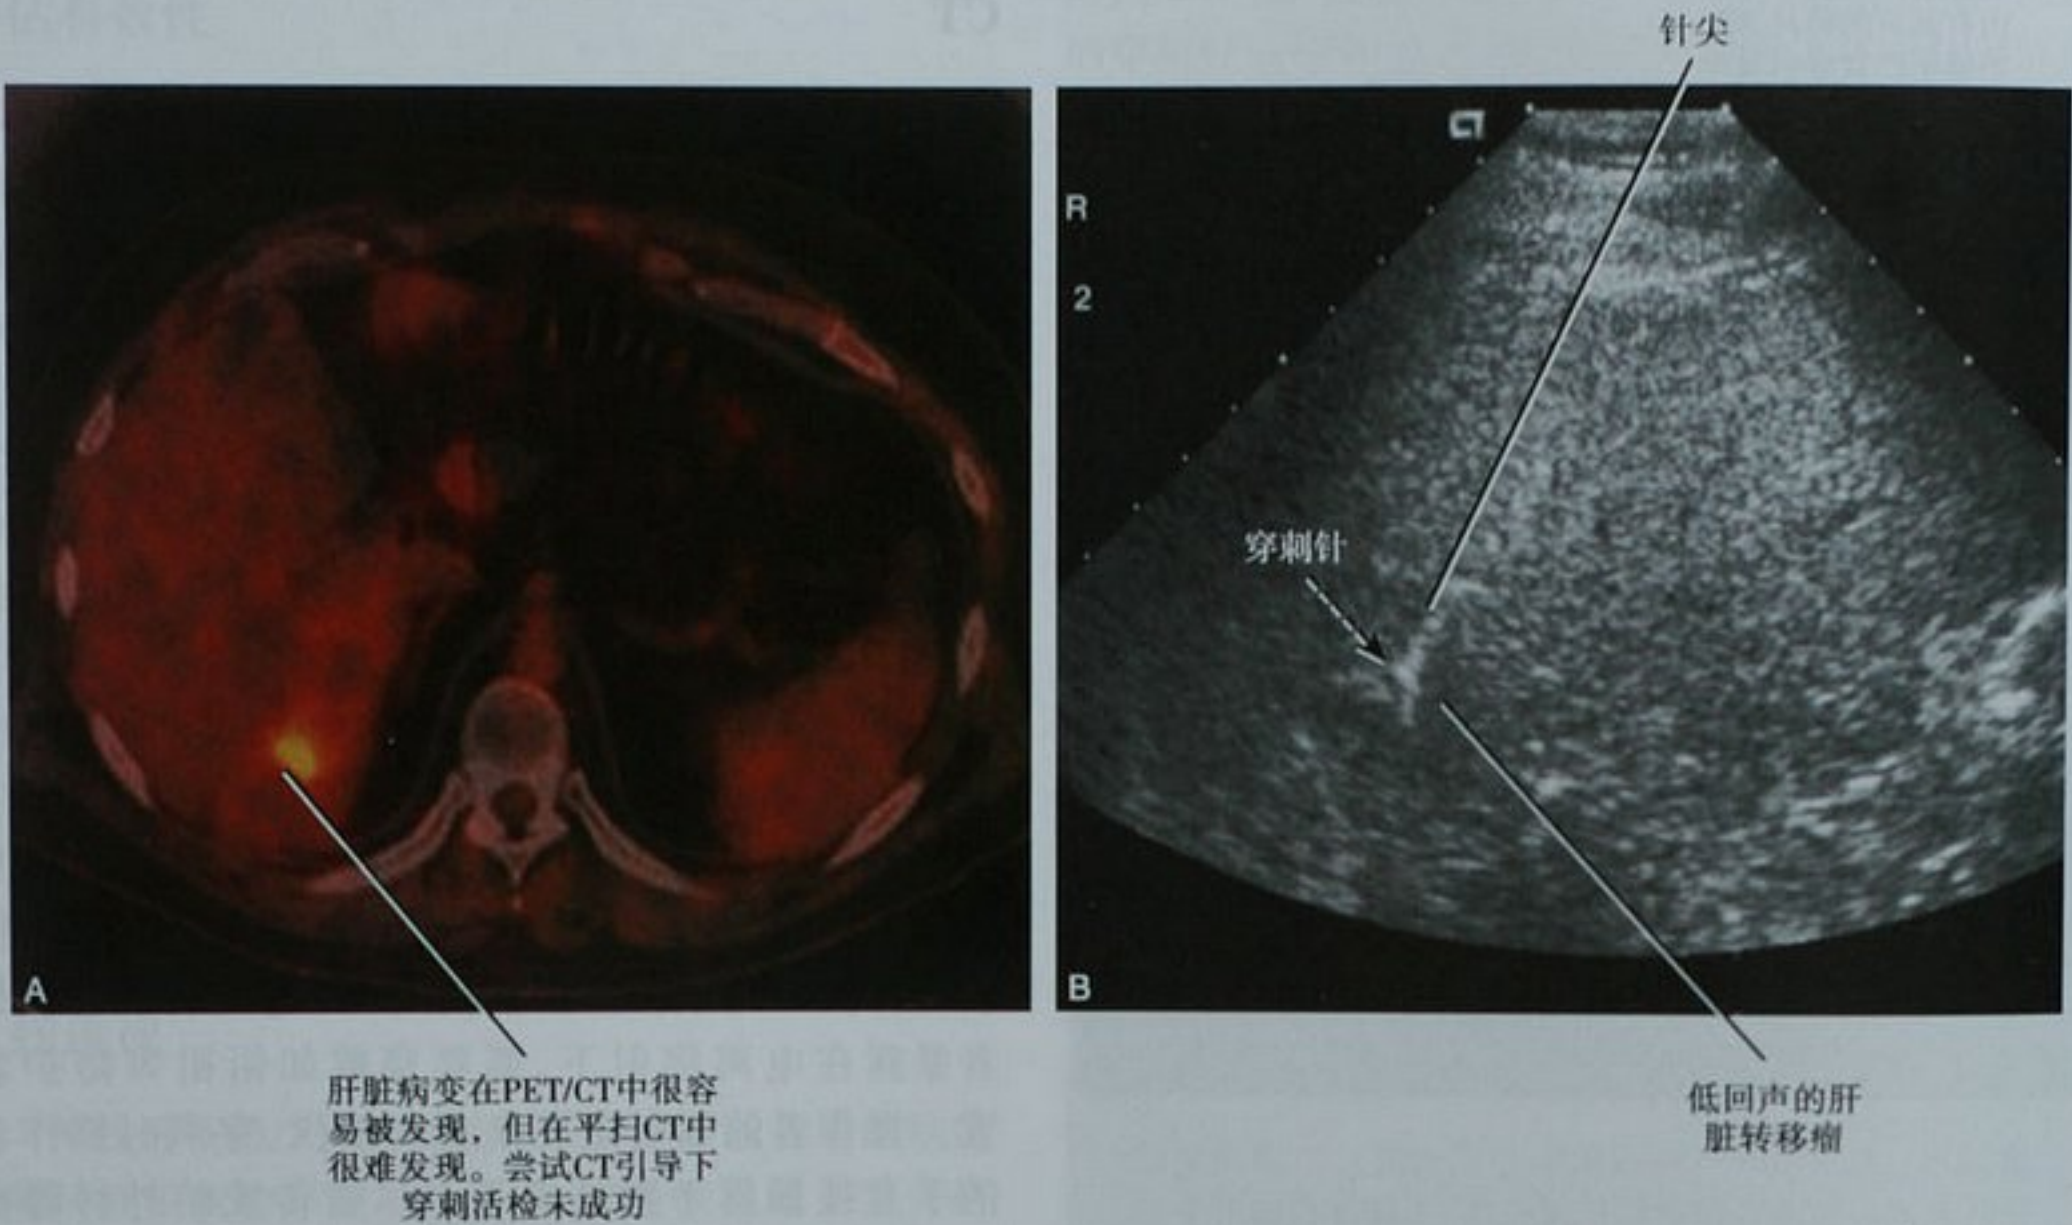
PET/CT 横断面图像 (A) 显示肝右叶高代谢的肝转移瘤。由于呼吸运动和病灶可视度差,尝试在 CT 引导下进行穿刺活检未成功。但在超声引导下穿刺活检很快就完成了 (B)
